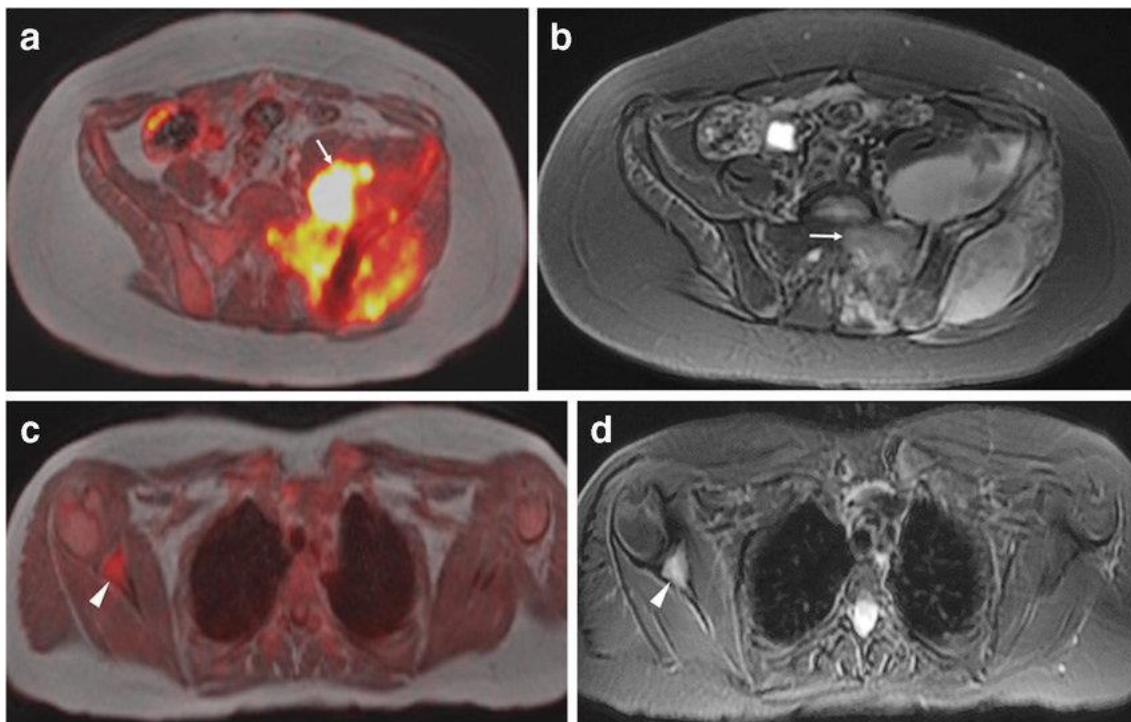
Stadiatione di un paziente femmina di 12 anni affetta da sarcoma di Ewing. (a) Immagine assiale di fusione ^{18}F -FDG-PET/MR della pelvi mostra una massa a livello dell'ileo di sinistra (freccia). (b) Immagine assiale RM, WT2 con saturazione del grasso, nello stesso distretto rivela l'estensione del tumore primitivo anche al sacro (freccia). (c) Immagine assiale di fusione PET/MR e (d) immagine assiale RM WT2 con saturazione del grasso, a livello delle spalle, dimostrano segnale simile ad edema nella glena di destra con un incremento dell'uptake di ^{18}F -FDG (freccia).
